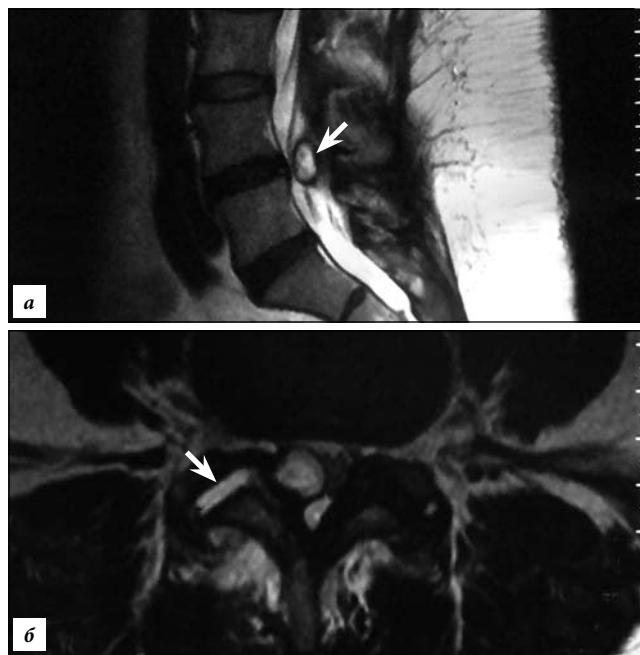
МРТ поясничного отдела позвоночника – сагиттальный (а) и фронтальный (б) срезы: экстрamedулярное объемное образование на уровне L_{IV}-L_V (стрелки).
